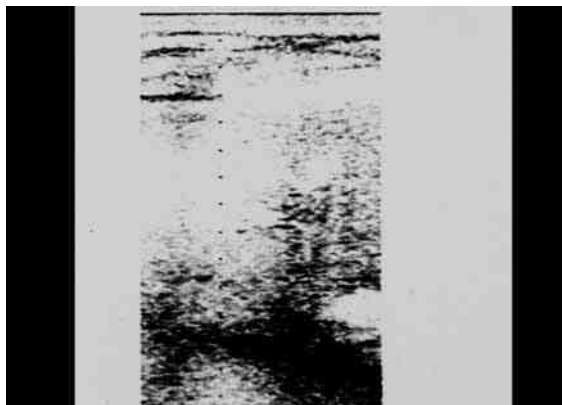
Этап пункции миелолипомы правого надпочечника через спину под контролем УЗИ
